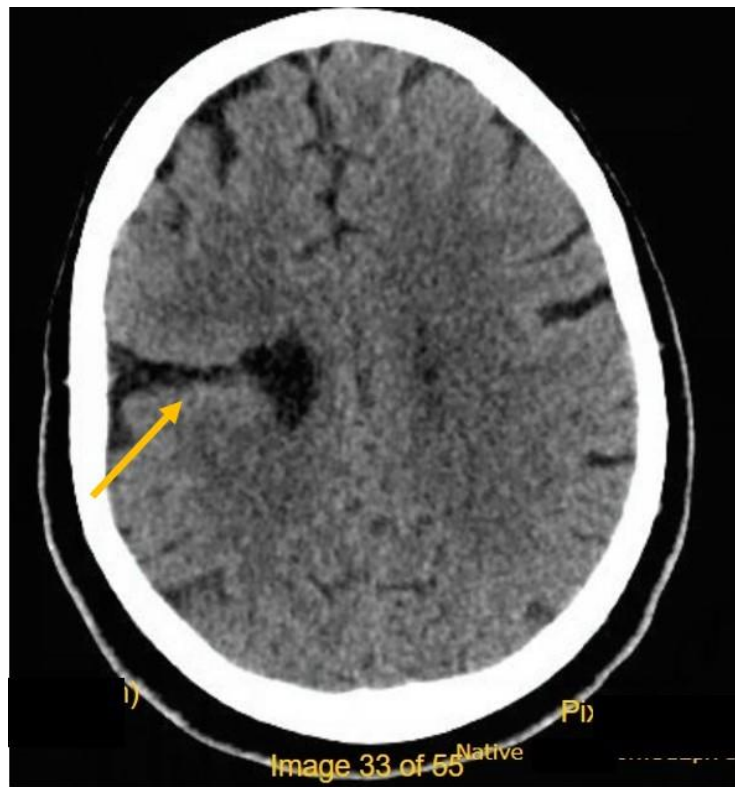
Corte axial de tomografia computadorizada cranioencefálica com fenda preenchida por líquido cefalorraquidiano no hemisfério cerebral direito compatível com esquizencefalia de lábio aberto.
